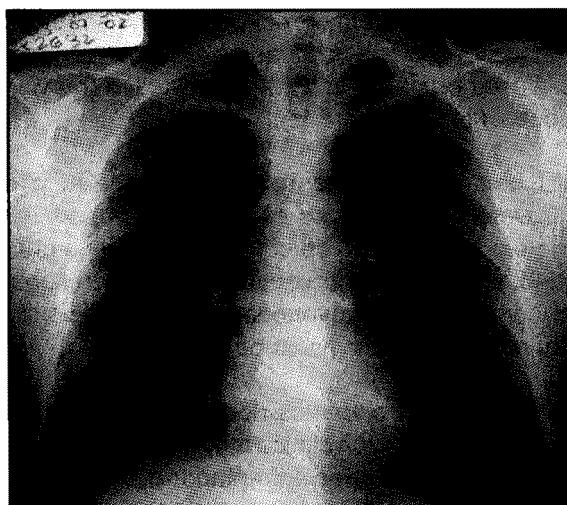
Radiografía de Tórax. Normal. (al mes).
